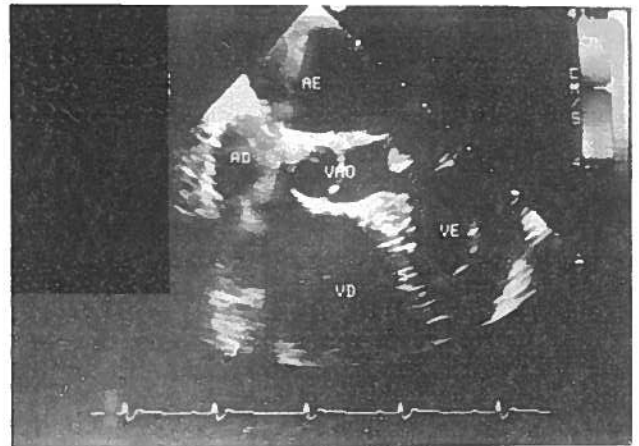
Foramen ovale patente demonstrado pelo ETE - efeito Doppler.
